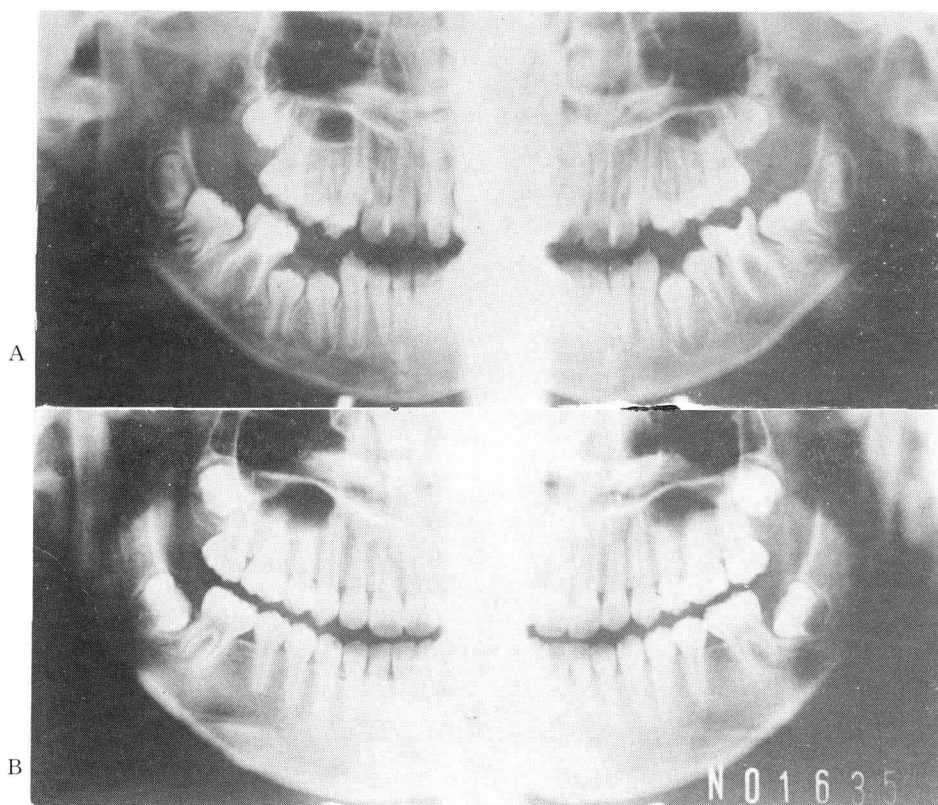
症例1 パノラマX線写真 A : 治療前 B : 治療後
